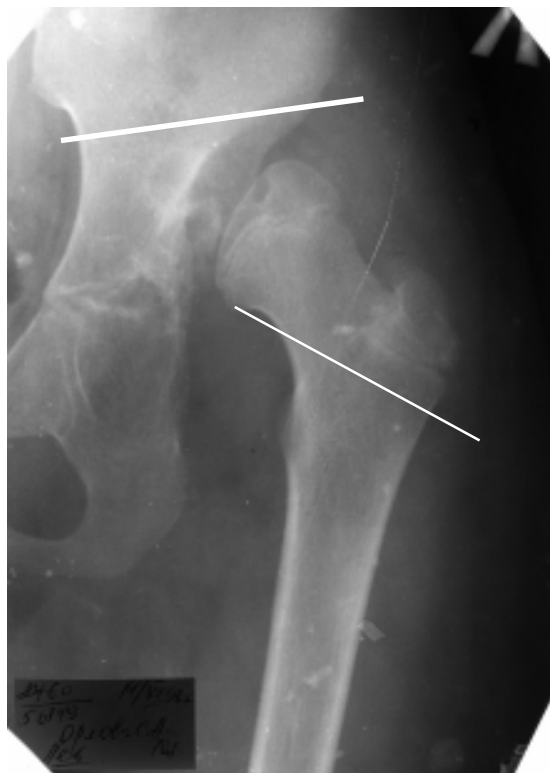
Рентгенограмма тазобедренного сустава до операции. Линиями показаны зоны предполагаемой резекции
